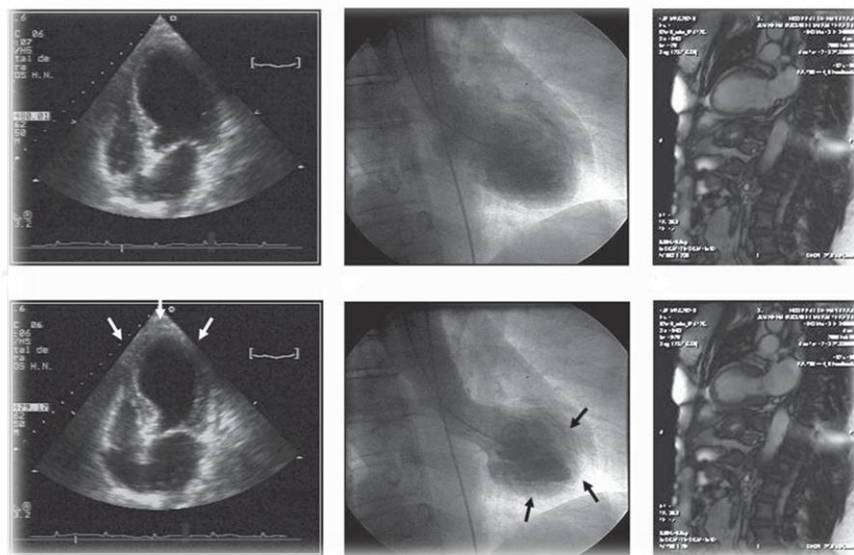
Imágenes de Takotsubo. A la izquierda ecocardiografía típica con “apical ballooning”, en el centro ventriculografía con el abalonamiento apical y la derecha imagen por cardiorresonancia. Sacada de internet
